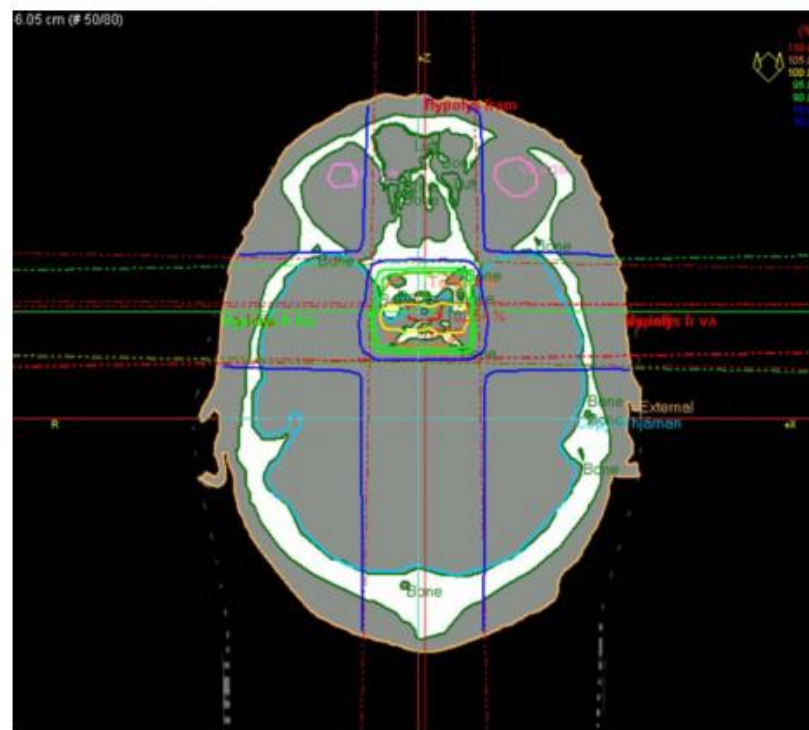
An inhomogeneous PTV. A particularly difficult case where the PTV is very small and inhomogeneous, leading to a larger than normal deviation of bulk density dose calculation compared to CT calculation.
